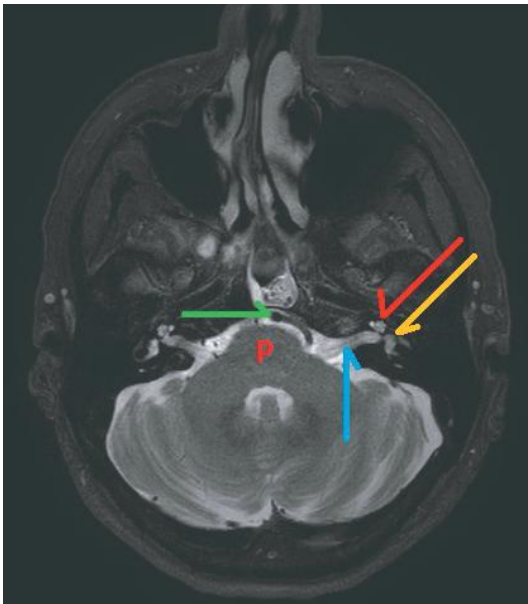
Olgunun Preoperatif MRI Görüntüleri
